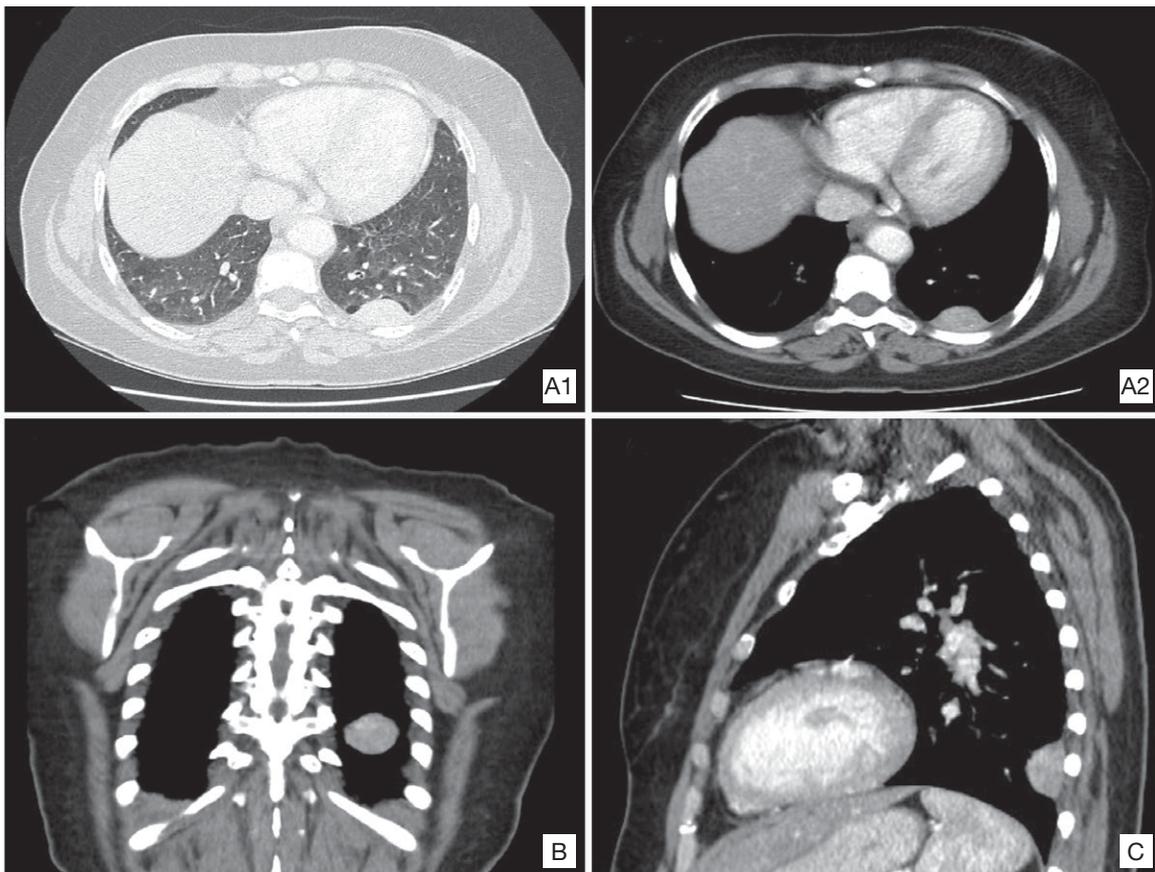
Angio-tomografia computadorizada torácica: A1 e A2: Plano transversal; B: Plano coronal; C: Plano sagital
